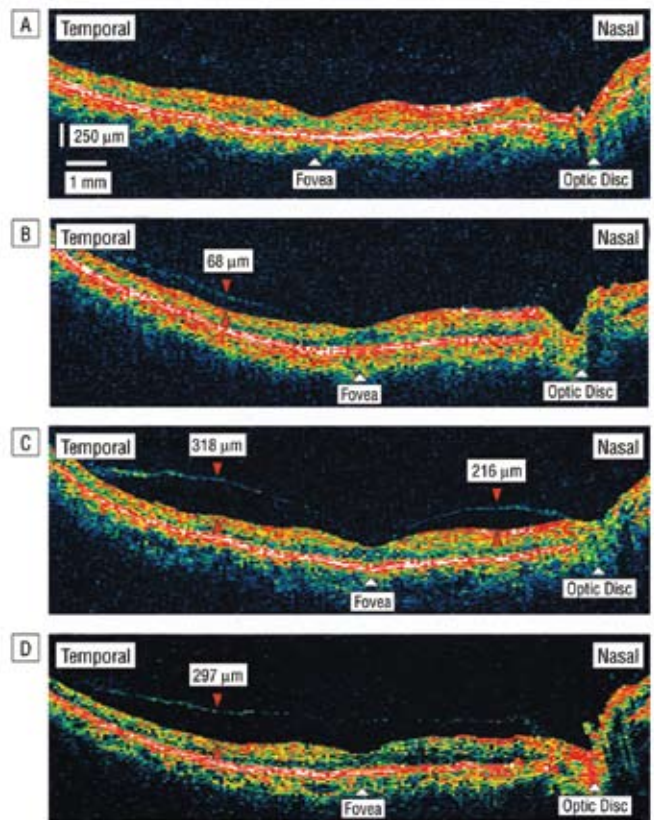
Различные стадии ЗОСТ, по данным оптической когерентной томографии: «А» — стадия 0 — отсутствие ЗОСТ; «В» — стадия 1; «С» — стадия 2; «D» — стадия 3 (Uchino E., 2001)
